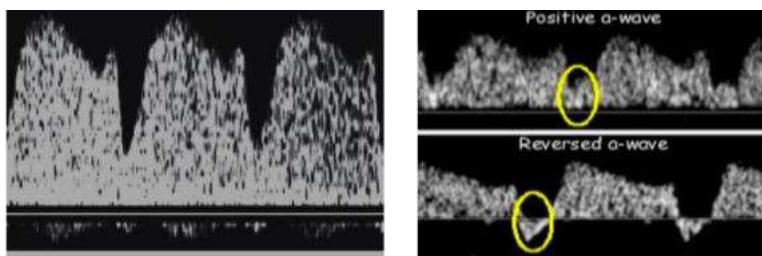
Doppler del ducto venoso en la ecografía 11-14 semanas.
